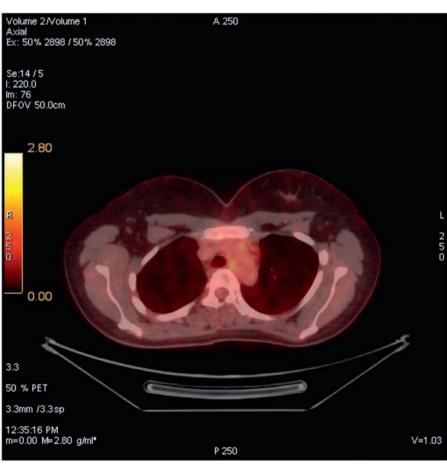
Брентуксимаб ведотин + инфузия донорских лимфоцитов
